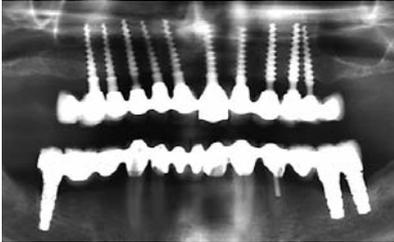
Zirkuläre VMK-Brücke nach 13 Jahren, durchweg bukkal übermodelliert. – Abb. 18: Panoramaröntgenbild zu Abb. 17 nach 13 Jahren, gleichbleibender Knochenverlauf.
